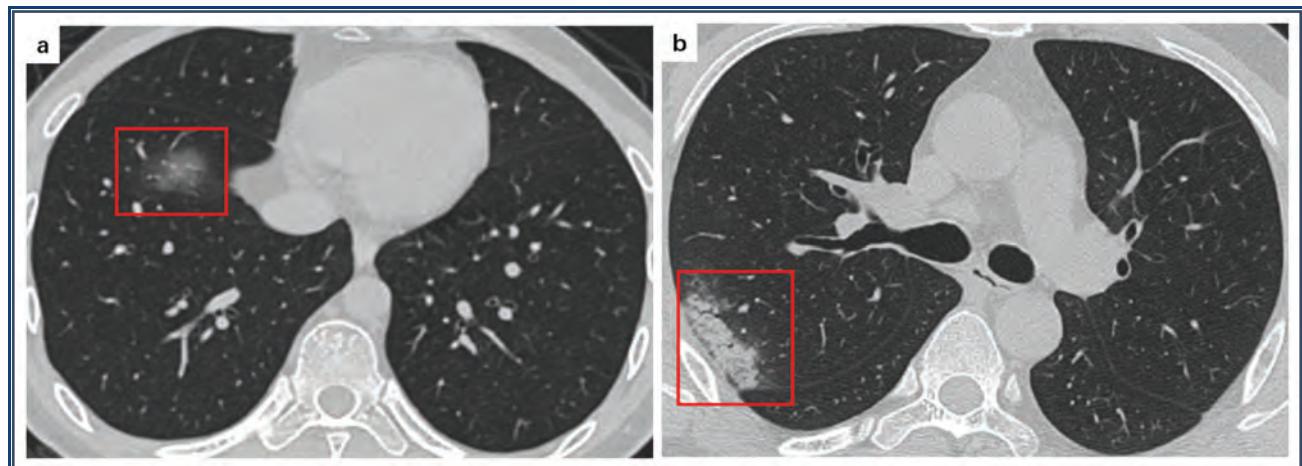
a У 35-летнего мужчины COVID-19 с лихорадкой и головной болью в течение 1 дня. КТ показывает «чистое» матовое стекло в правой нижней доле (красная рамка). b У 47-летнего мужчины с COVID-19 наблюдается
